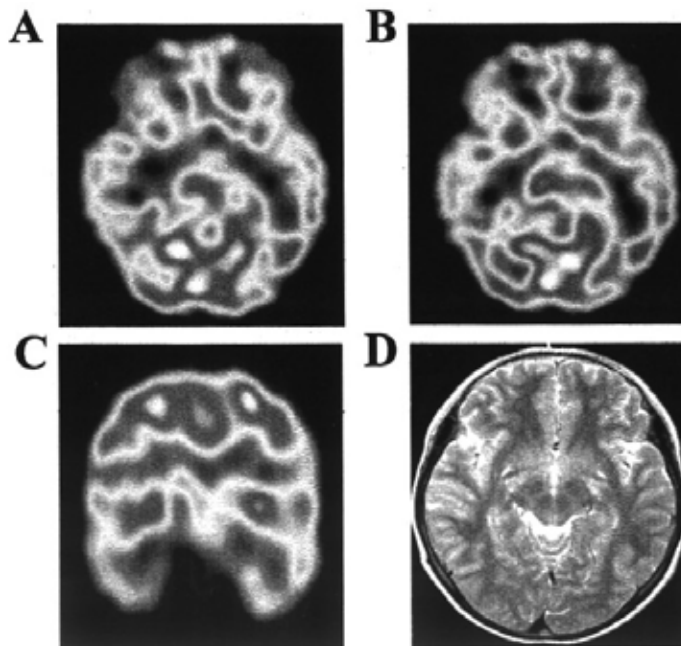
Brain SPECT(A-C) and FLARE MRI(D) in a 14 year-old female who had coma after measles. (A-C) There is hypoperfusion on both frontotemporoparietal lobe and left parietal lobe, basal ganglia, thalamus, cerebellum. (D) There is increased signal intensity in the both parietooccipital, right frontotemporal lobe and left basal ganglia.
